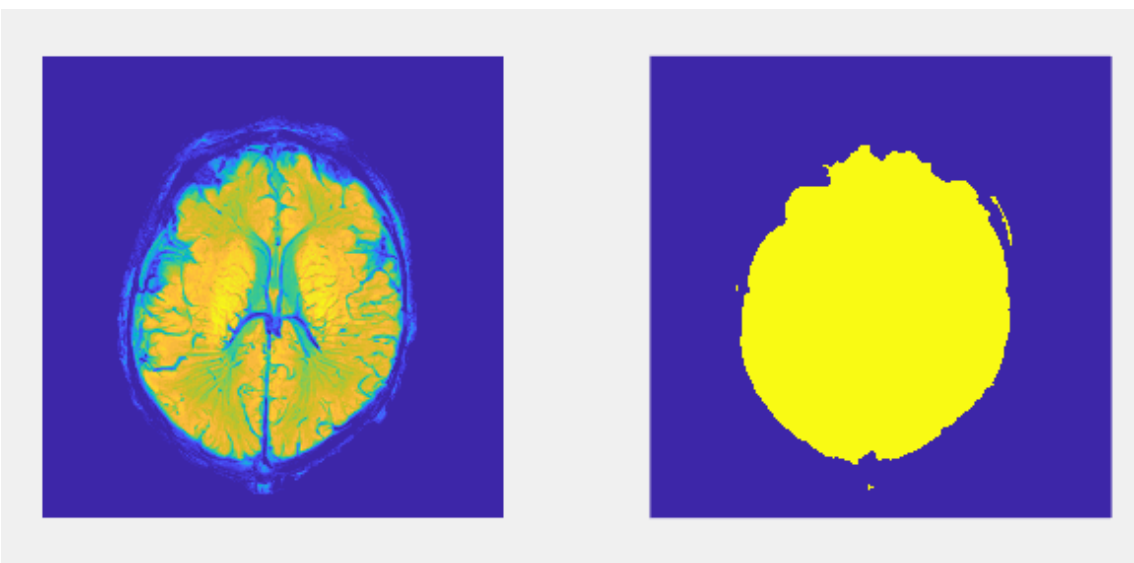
Un altre exemple del abans i després d'eliminar el contorn al voltant del cervell present en la MRI.
